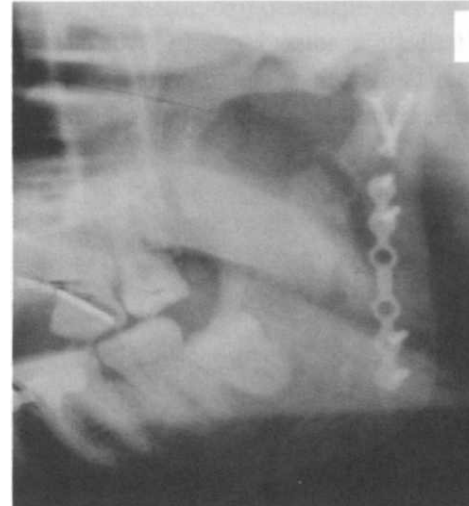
Рентгенограмма пациента Г. 32 лет, после операции.
